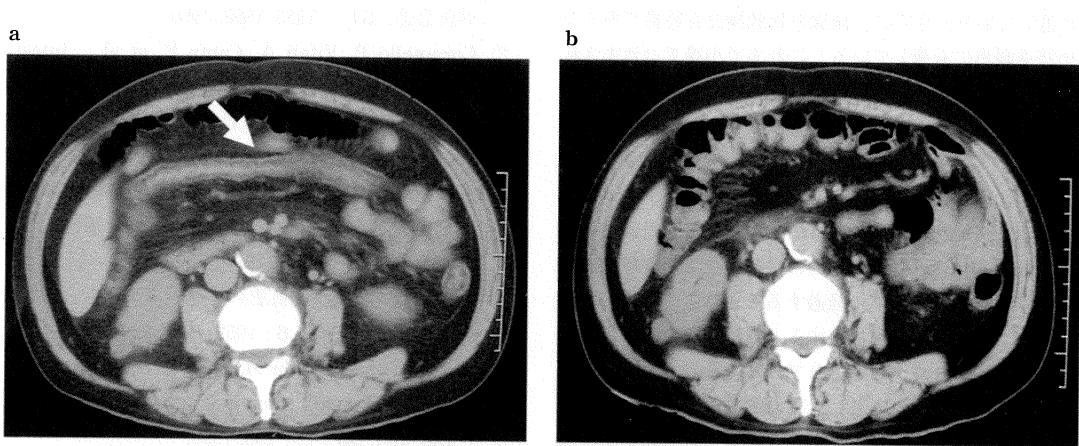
a. Abdominal computed tomography depicted segment of thickened jejunum.
